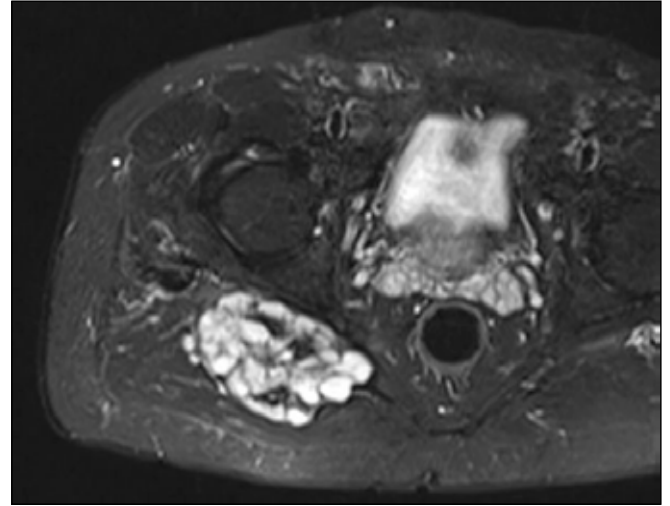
Followed by MRI 2 years later (C, D); There was no difference in size and morphology compared to previous MR findings.
